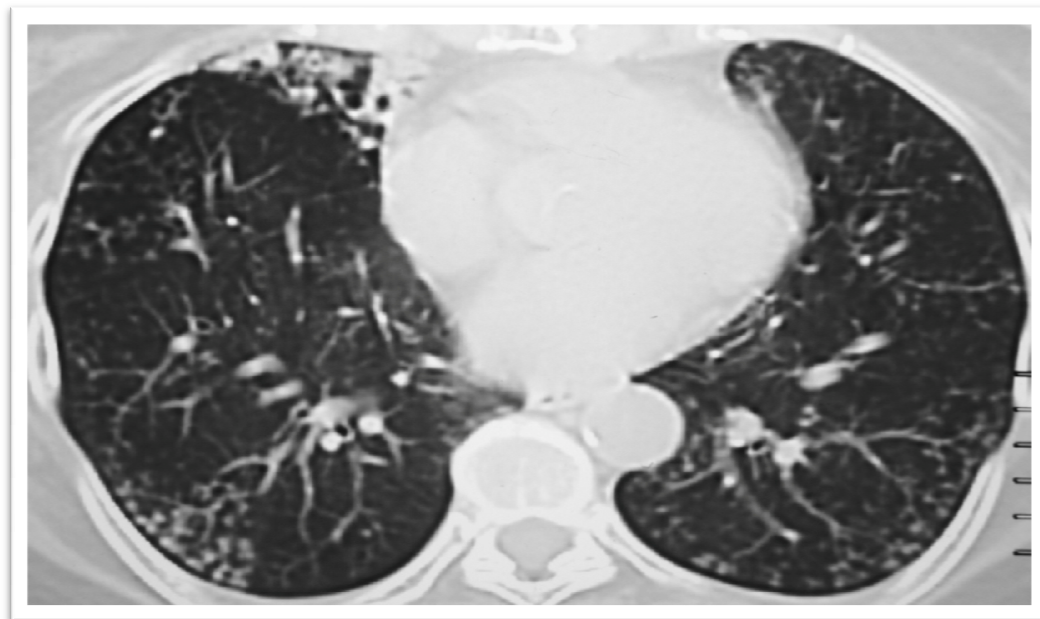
Figura N 2: TC axial en paciente con TBC-MDR muestra compromiso bilateral, visto como nódulos centrolobulillares subpleurales en segmento basal posterior de lóbulo inferior derecho, algunas bronquiectasias en segmento basal anterior del mismo lado y patrón de árbol en brote en lóbulo inferior izquierdo.
